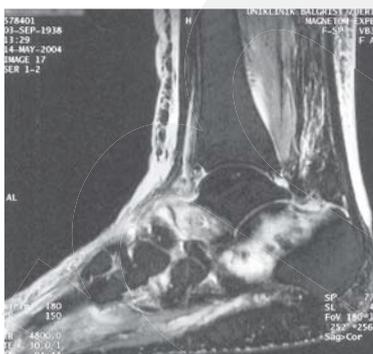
Osteoporotische Frakturen (bei normalem Röntgenbild)
